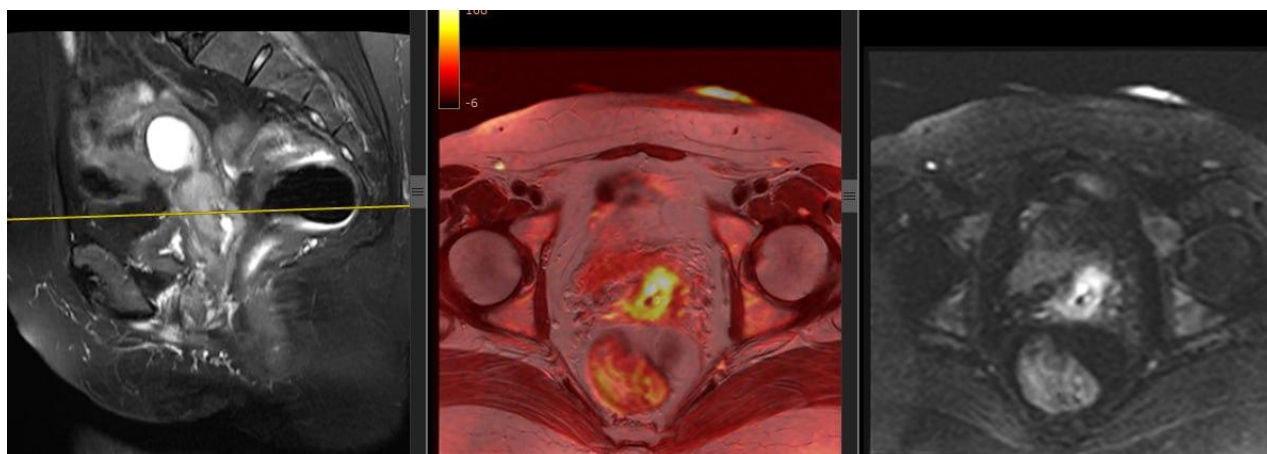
МРТ органов малого таза у больной с РШМ IVa T2 ВИ, язвенно-инфильтративная форма, опухоль с проращением в тела матки, инвазией параметриев с обеих сторон и проращением в заднюю стенку мочевого пузыря.
